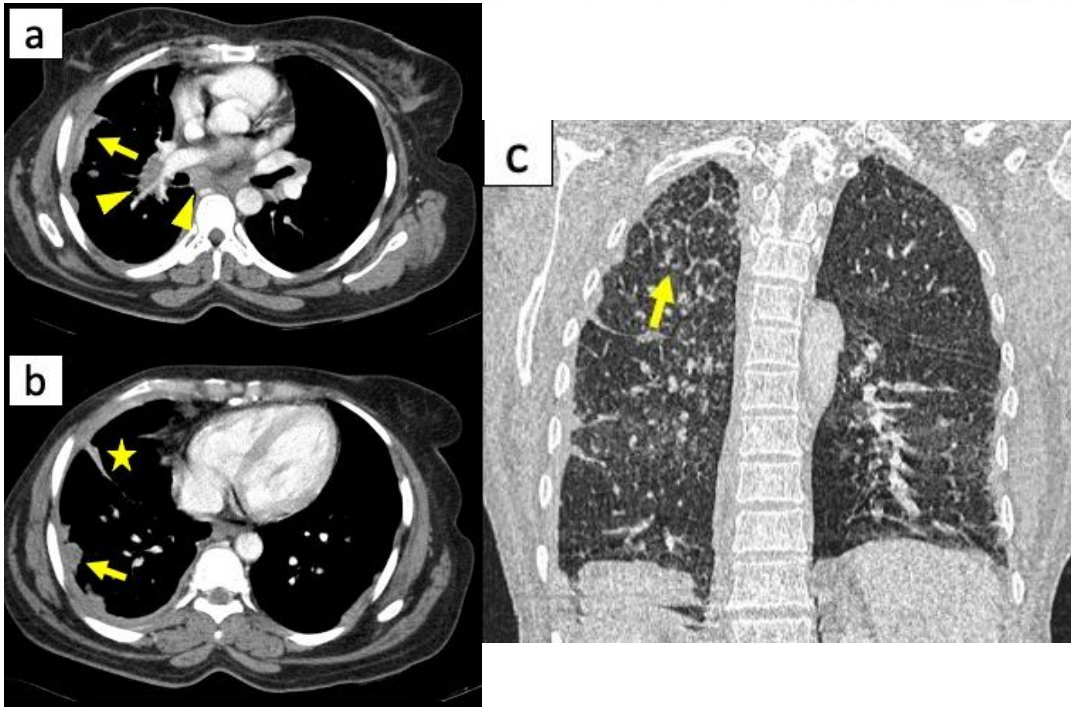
La TC con CIV muestra un engrosamiento pleural nodular difuso derecho (flechas en a-b) y afectación de la pleura izquierda con afectación de las cisuras (estrella de cinco puntas en b). Además, se observó engrosamiento nodular de los tabiques interlobulillares en los LSD y LM (flecha en c), y múltiples adenopatías hiliares y mediastínicas bilaterales (puntas de flecha en a). Se realizaron biopsias de los ganglios linfáticos hiliares y mediastínicos, así como una biopsia transtorácica guiada por TC del engrosamiento pleural derecho. Los resultados histopatológicos fueron compatibles con sarcoidosis.
